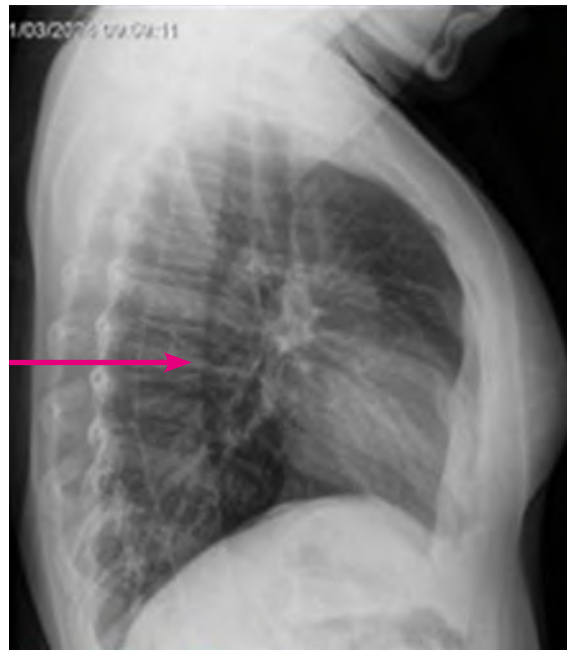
Radiografía lateral de columna torácica que evidencia platisspondilia
